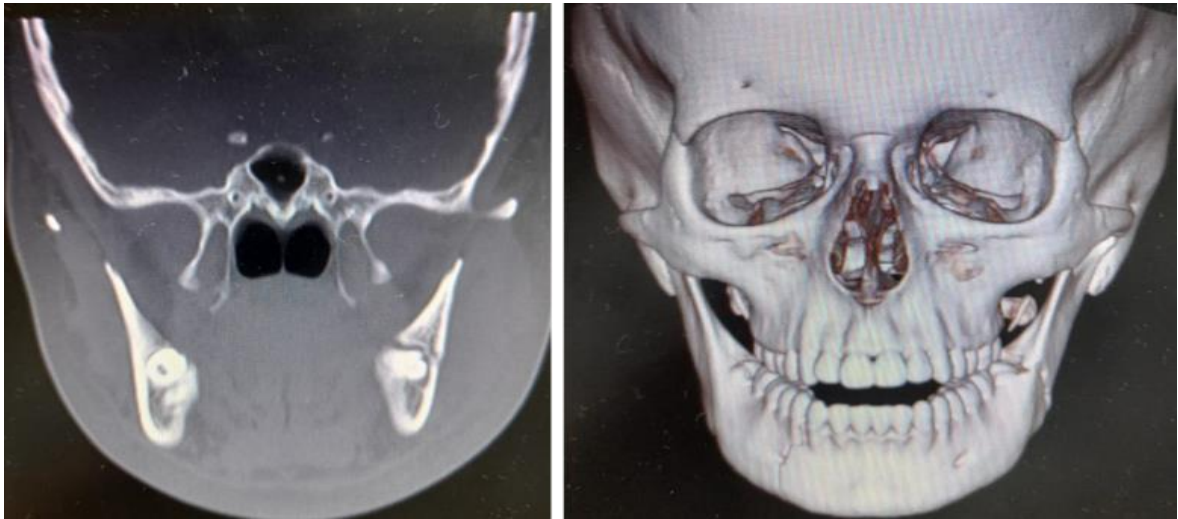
A: Tomografia computadorizada corte axial e sagital.
